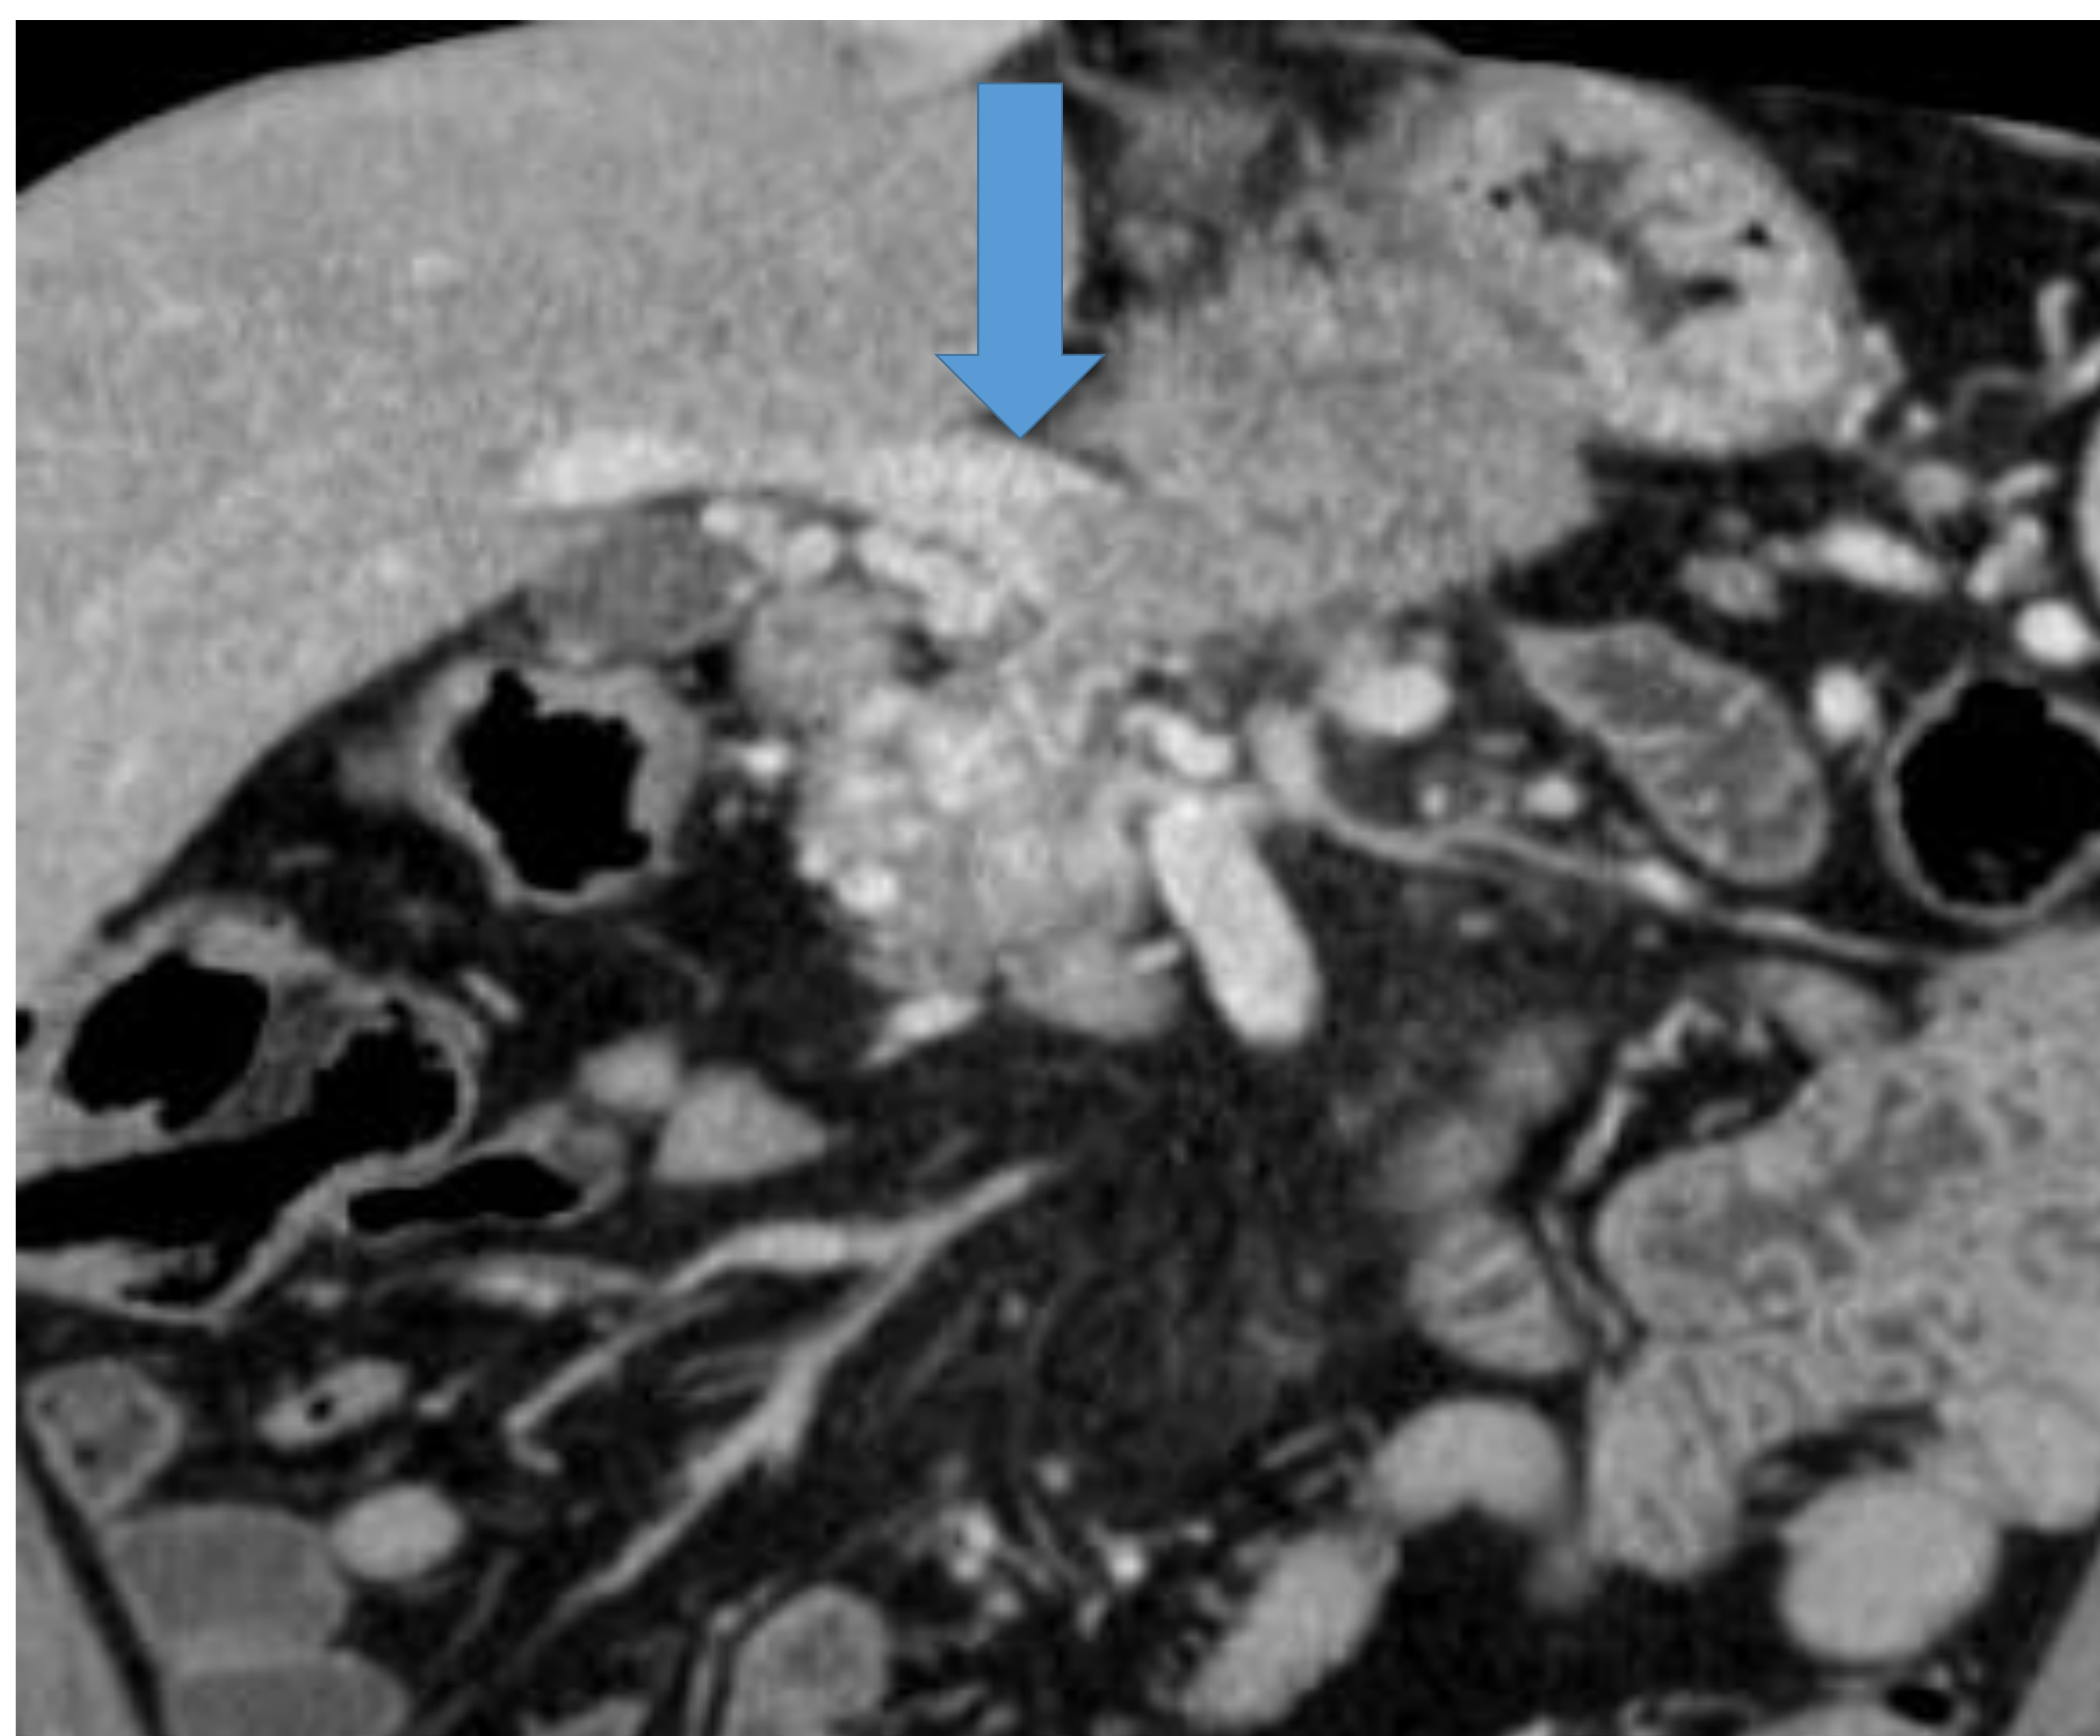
TC bifásico axial y coronal: masas de 7.2 y 4.2 cm en cuerpo y cola de páncreas, heterogéneas, con calcificaciones.
